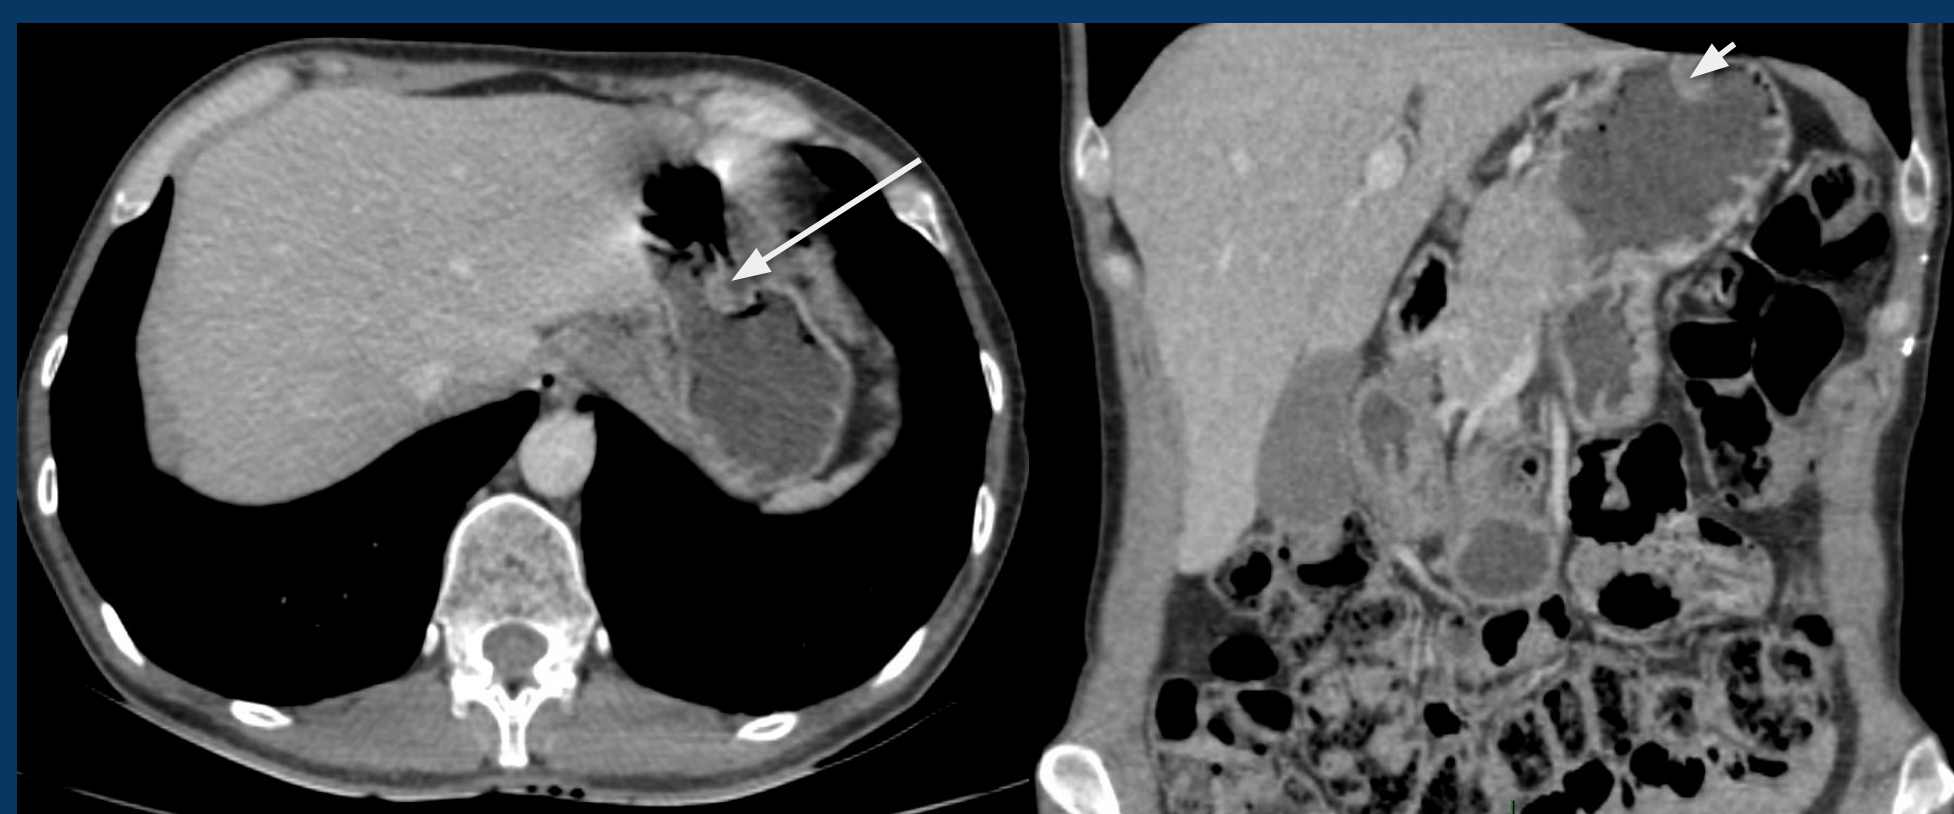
TC S/C axial (A) y coronal (B) se observa una masa dependiente del fundus gástrico (flecha corta) con crecimiento endofítico hacia la luz del estómago (flecha larga).
